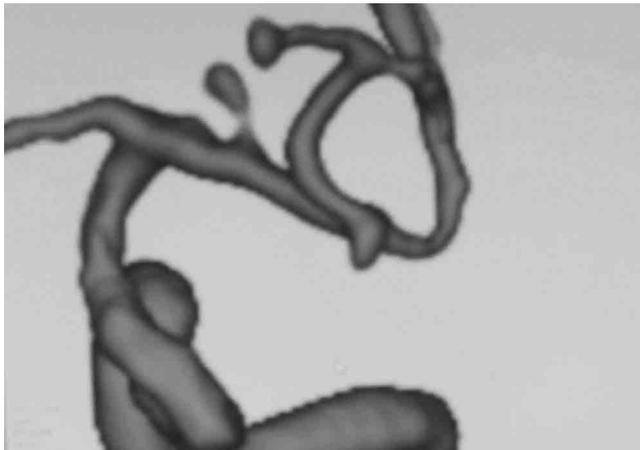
CT後に撮影した3D-MRA. 左中大脳動脈分岐部付近に小型の動脈瘤を認めた
